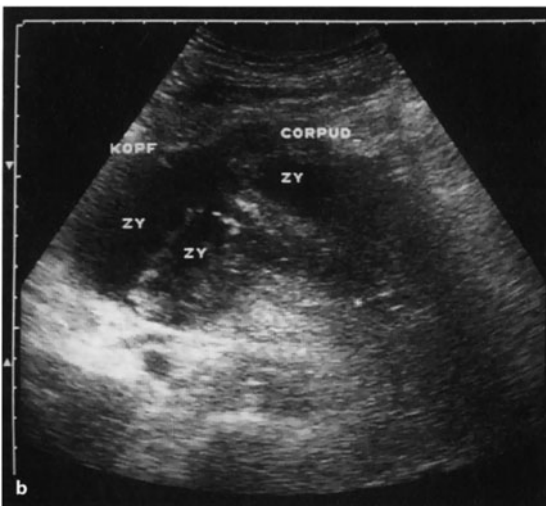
Akute hämorrhagisch-nekrotisierende Pankreatitis (gleicher Patient wie in Abb. 23-34). Sonographische Oberbauchquerschnitte: a Aufnahmebefund: Das Korpus auf 3,2 cm verbreitert, inhomogen-hypodens aufgelockert, mit einem umschriebenen hypodensen Bezirk (Pfeile): Verdacht auf Nekrosebildung (durch die KM-CT bestätigt; s. Abb. 23-34). Ventral des Pankreas weitgehend echofreie Areale: Peripankreatische Flüssigkeit/Exsudat. b Befundverschlechterung: Pankreas von ausgedehnten liquiden Arealen (ZY) kaum mehr abgrenzbar (intraoperativ: intrapankreatische Nekrosen und peripankreatische Fettgewebsnekrosen)
